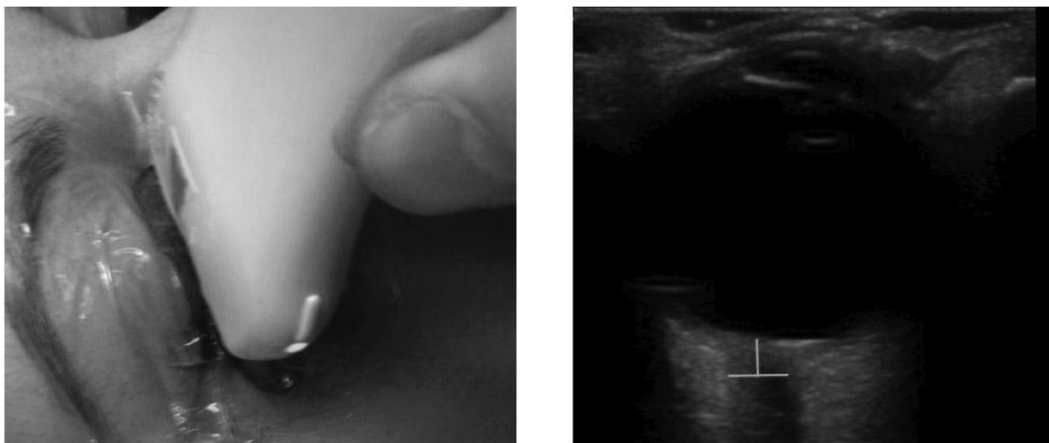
USG anatomi dari bulbus oculi dan *optic nerve sheath* dengan diameter yang melebar pada potongan transversal dikutip dari Emellyne Pires Papalini, 2017
